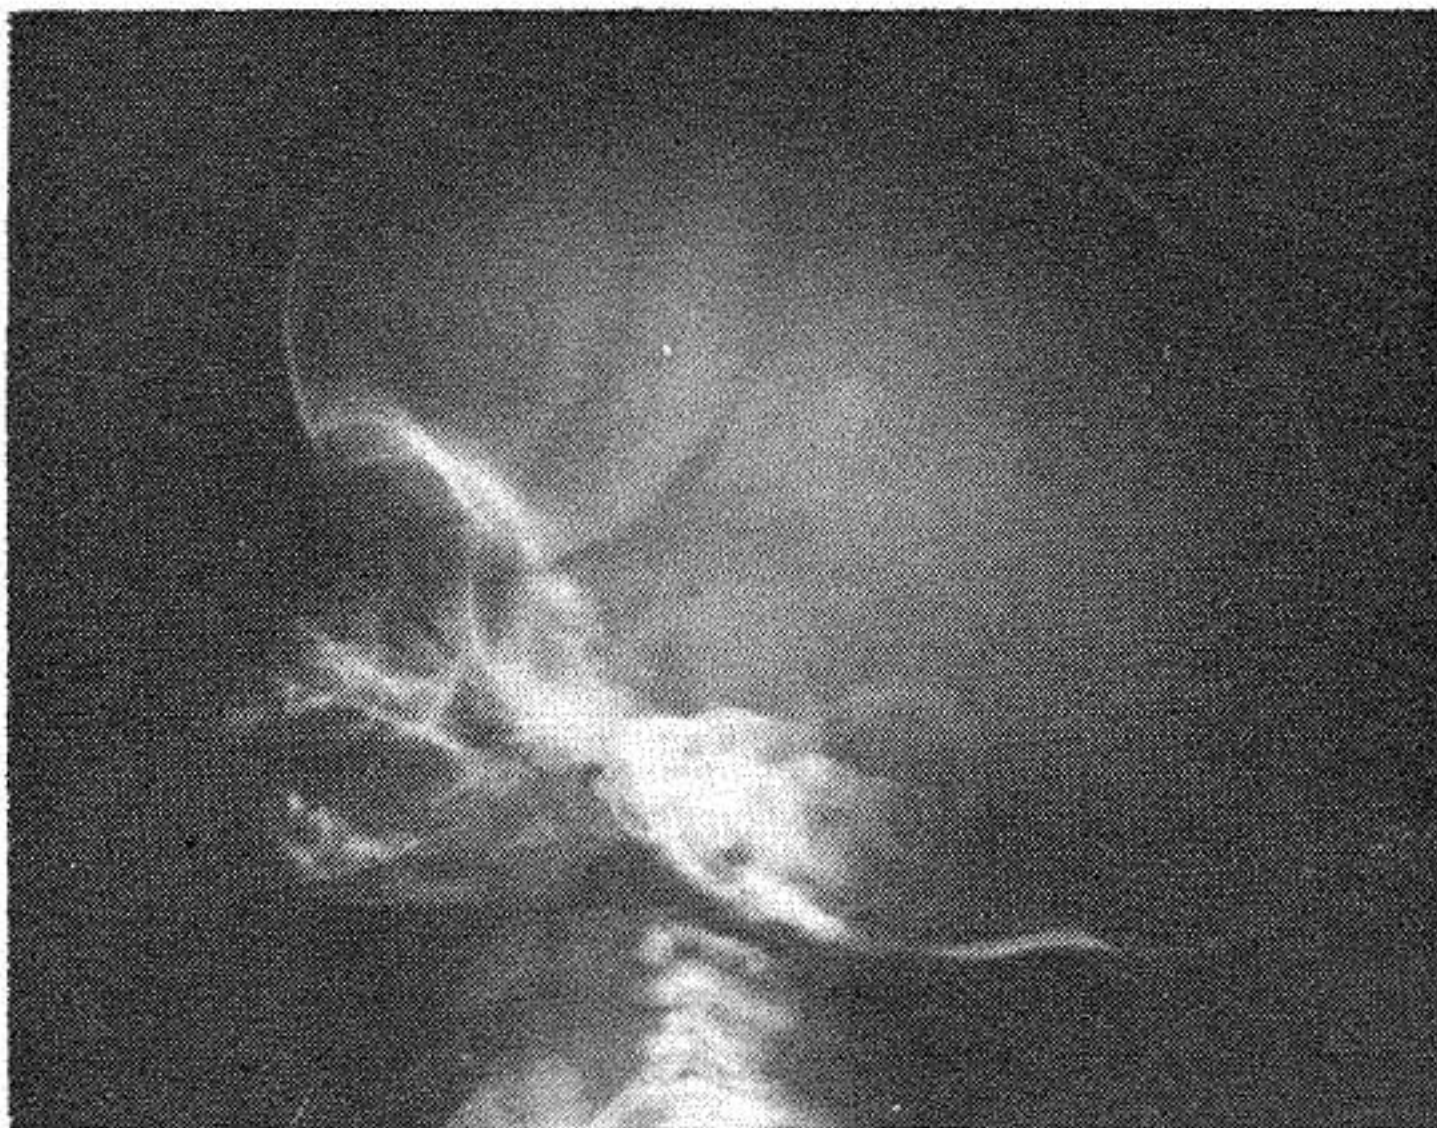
La radiografía lateral del mismo caso permite observar el mismo diámetro antero-posterior de la cabeza dolicocefalica. Nótese la compensación que realizan las suturas coronales y lambdoideas.
